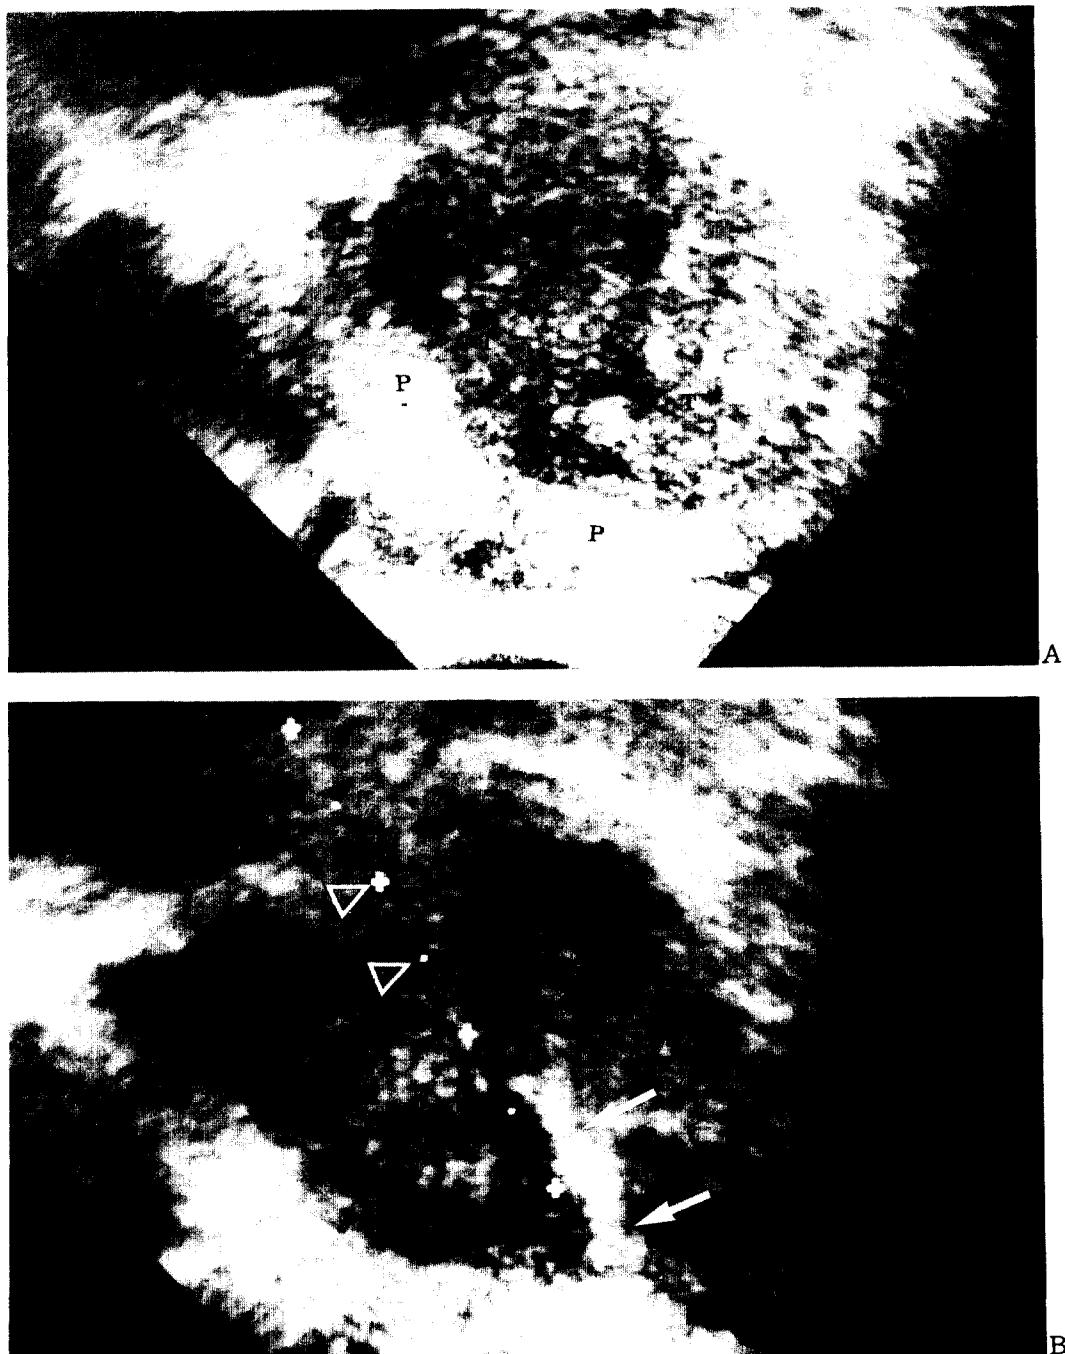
(A) Prostatic transrectal sonography shows benign prostate hypertropy at transition zone (T) and normal appearance of peripheral zone (P) on parasagittal plane. (B) Transrectal sono-guided prostatic biopsy was performed. A dot line is electronic biopsy guide (arrowheads) and a linear echogenic line (arrows) is needle track when perfoming biopsy.
